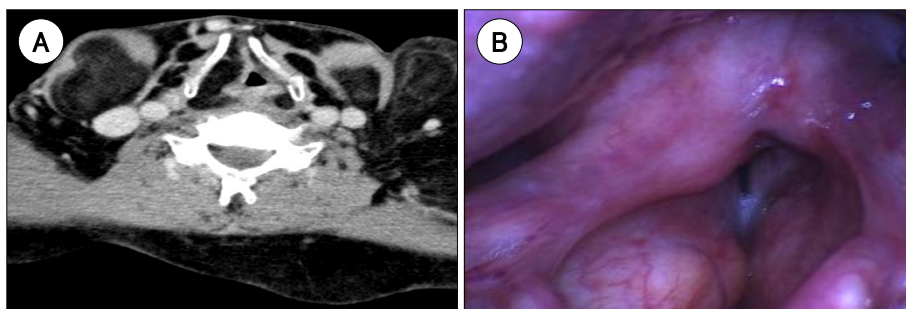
Preoperative axial CT scan and Videostroboscopic image. A : CT scan shows diffuse fat tissues around neck, shoulder, especially paraglottic area. B : Supraglottic swelling resulting in severe narrowing of airway space is noted.
